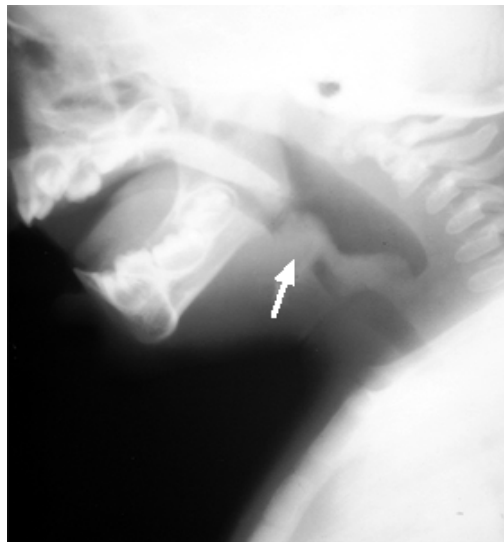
Hallazgos en Epiglotitis: radiografía lateral de cuello la cual muestra una epiglotitis edematosa (flecha) y de los repliegues ariepiglotico. El edema de la epiglotis es a menudo llamada "signo del pulgar"
